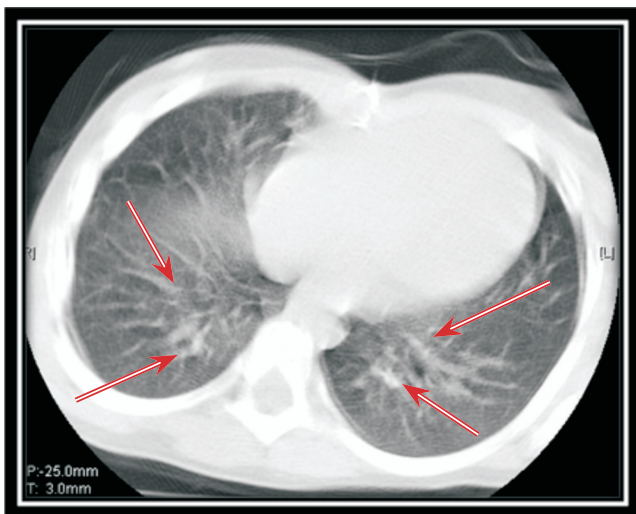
Компьютерная томограмма органов грудной клетки ребенка М., 8 месяцев
